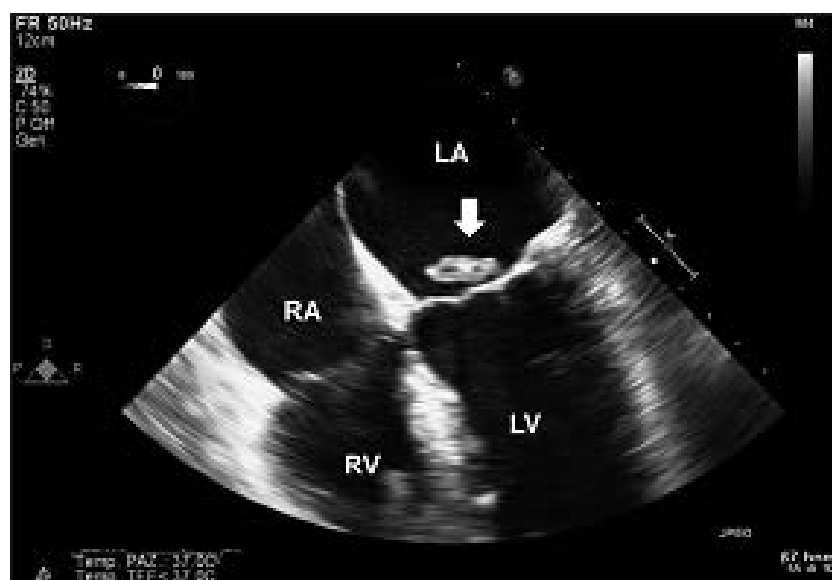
Вегетации на створках МК (ЧП Эхо-КТ, позиция четырехкамерного сердца)
